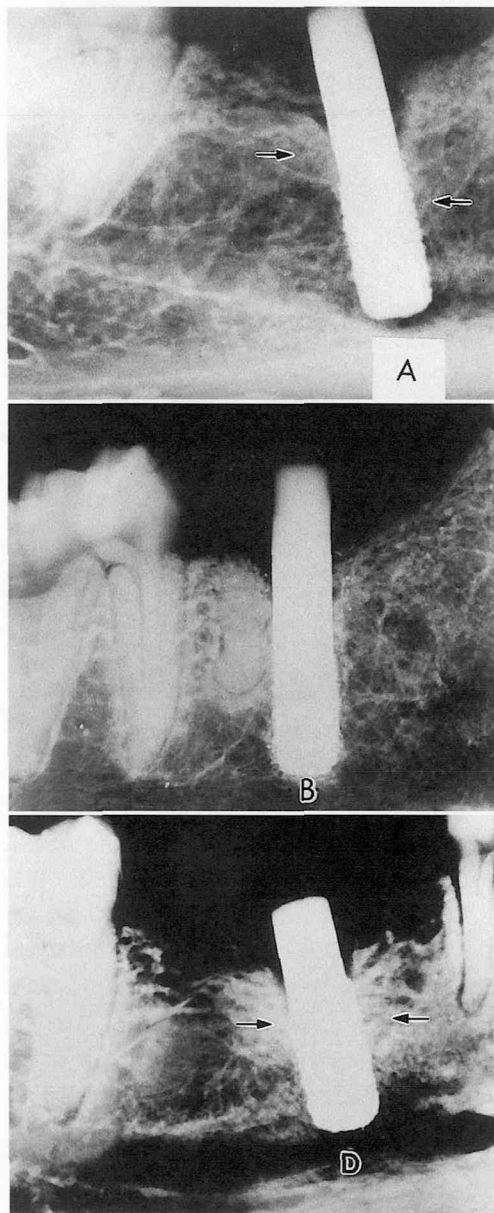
埋入後12ヵ月X線像（インプラント表面に接する骨梁像は6ヵ月に比し増加している）↑印
